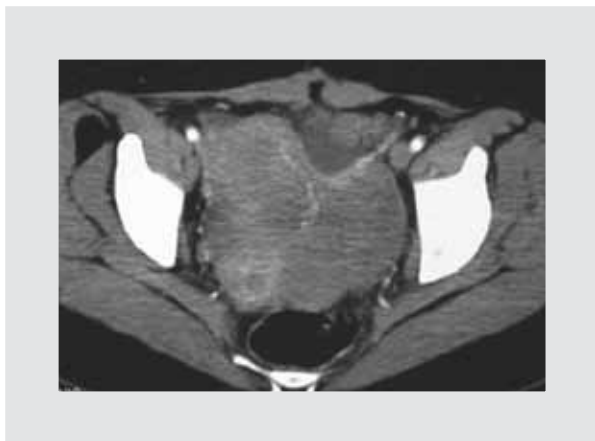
TC abdominopélvica con evidencia de masa dependiente de anexo izquierdo.
